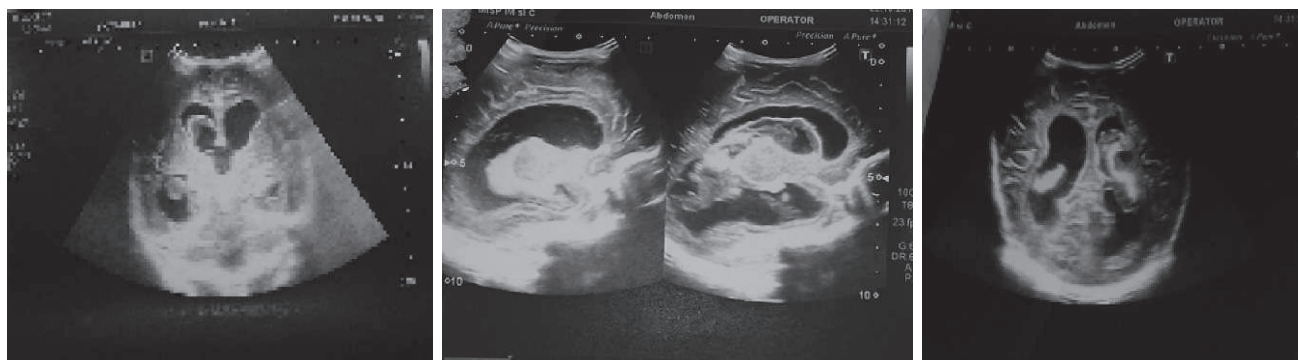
Neurosonografie. Ventriculi laterali dilatați
